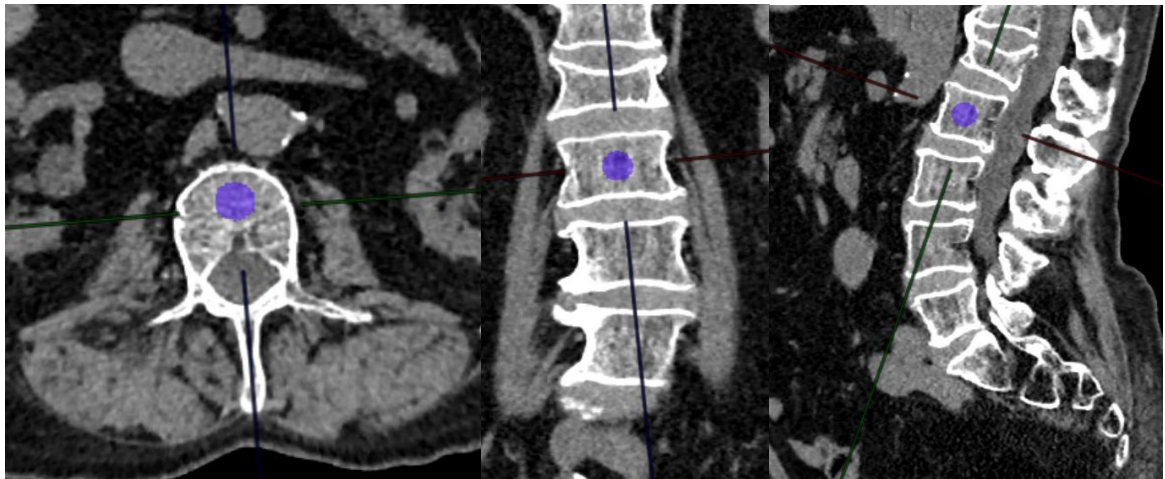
Пример измерения КТ-плотности (90 HU) в теле позвонка L2, иллюстрации на изображении в трех плоскостях
